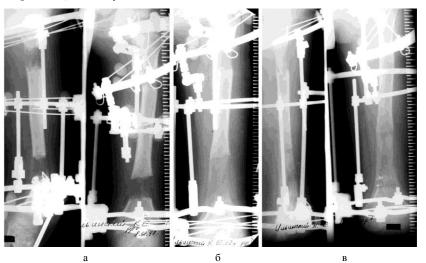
Рентгенограммы бедра больного И. а – через 1 месяц дистракции, б – конец дистракции, в – конец фиксации
